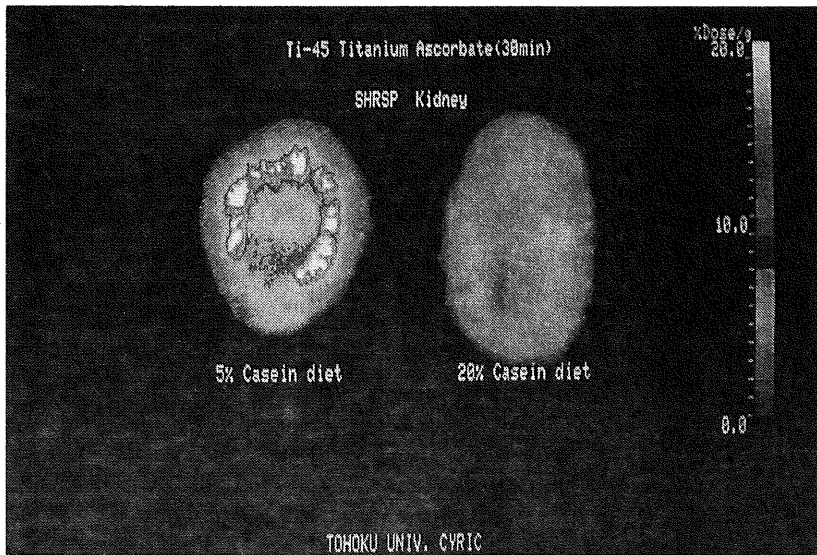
Comparative autoradiographic images of SHRSP Kidney after thirty minutes injection of ^{45}Ti -AsA.
